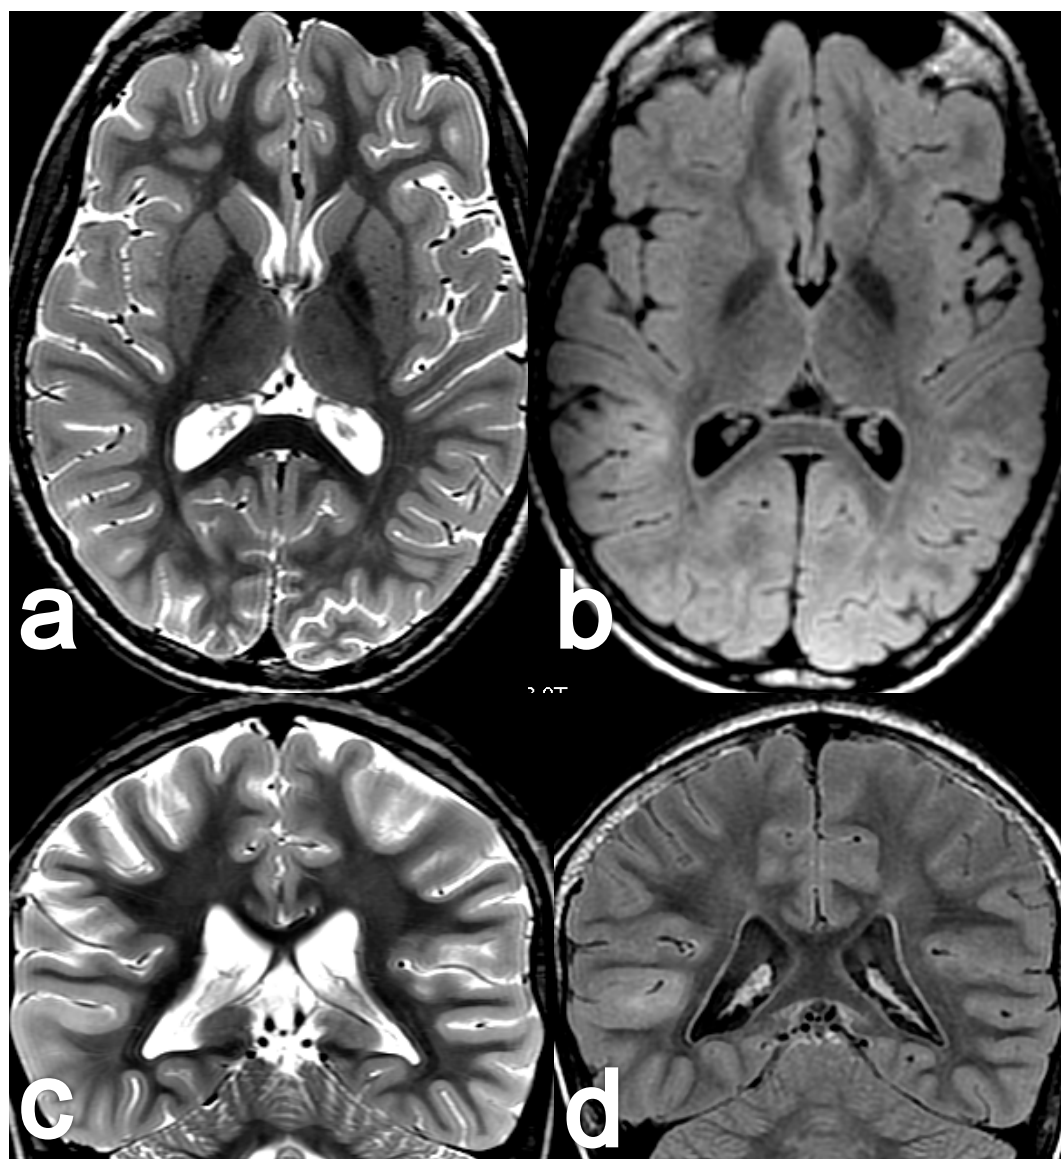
Lesión cortical en paciente con epilepsia. Las secuencias T2 en plano axial (a) y coronal (c) muestran discreto aumento de señal en la corteza temporal derecha, más claramente visible en las secuencias FLAIR (b, d).
